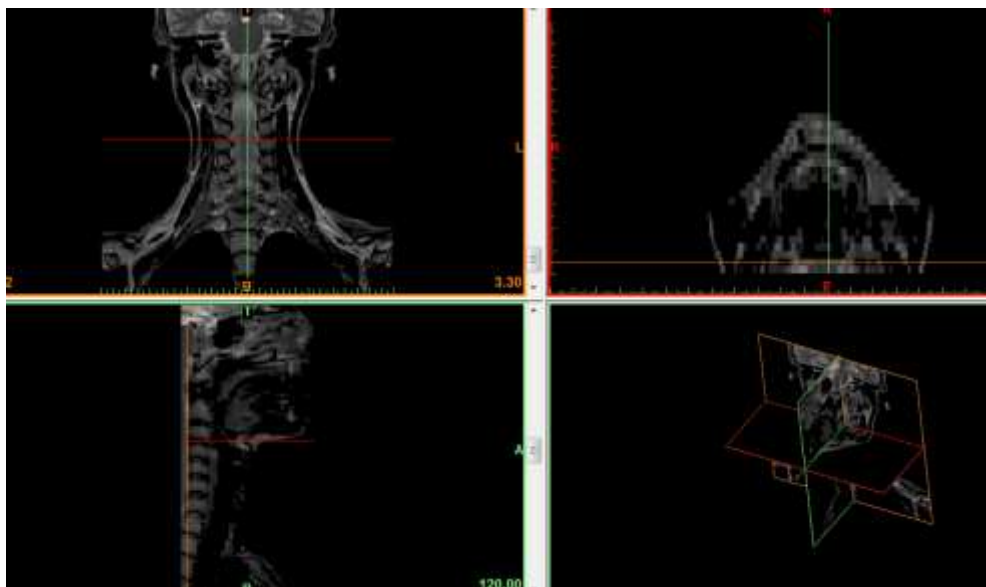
Imagem ilustrativa da diferença de resolução nos diferentes planos de uma RM
